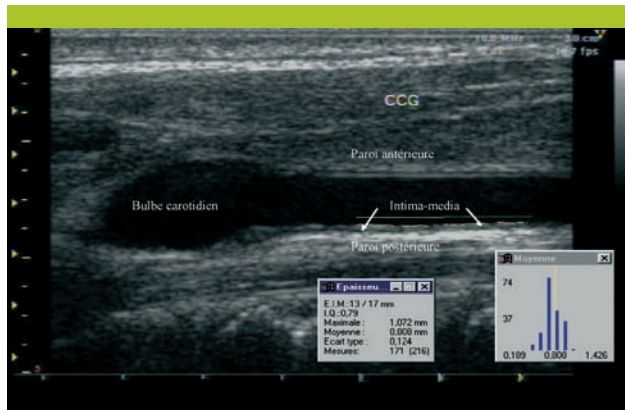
Aspect ultrasonographique de la paroi artérielle de l'artère carotide commune gauche (CCG) en coupe longitudinale
